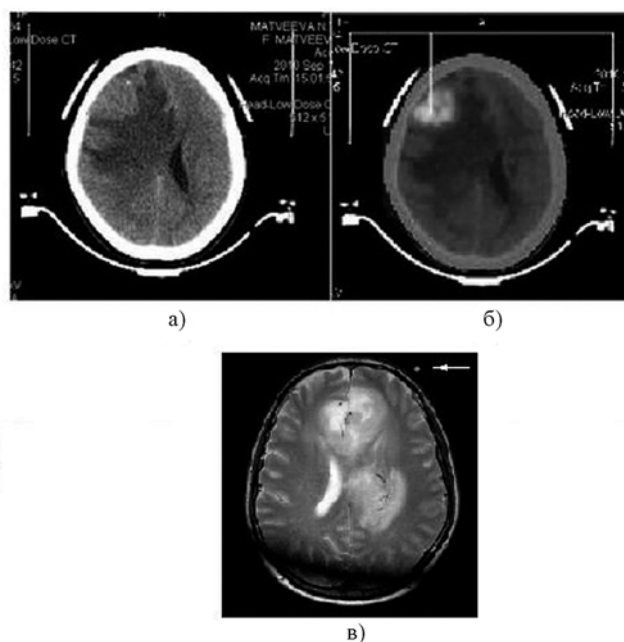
КТ (а), совмещенная ПЭТ-КТ (б) и МРТ (в) томограммы головы пациента: на томограммах КТ и ПЭТ-КТ видны срезы диагонального локализатора; на МРТ-томограмме стрелкой указана реперная точка
